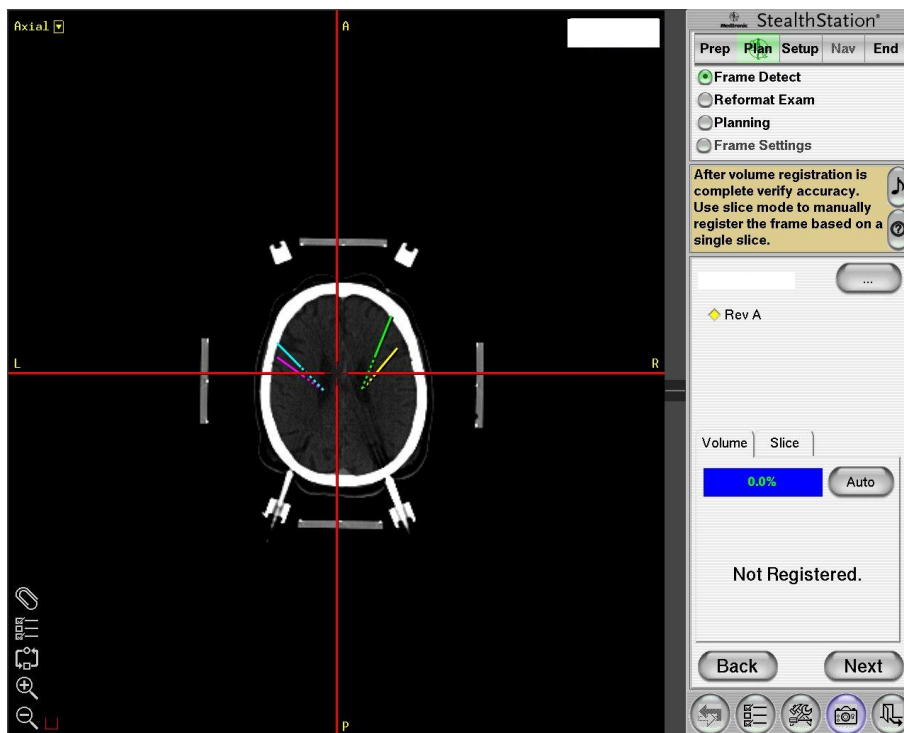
Visualisierung von geplanten Trajektorien im stereotaktischen Koordinatensystem der CT-Aufnahme
